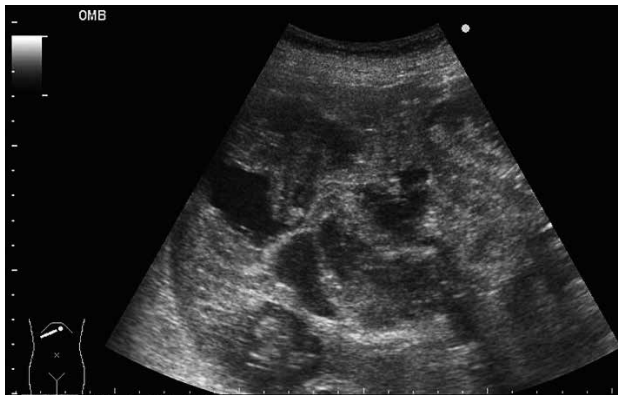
入院時の腹部超音波検査（右季肋部下縁走査）
